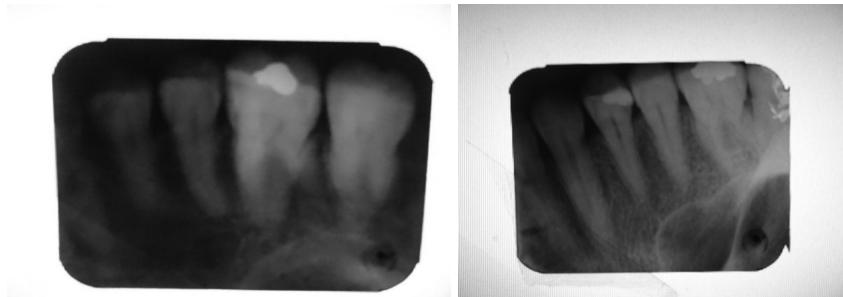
Radiografitë e disa prej dhëmbëve të përfshirë në studim, për grupin e tretë – dhëmbë pa funksion. Respektivisht është përfshirë në studim te grafia e parë dhëmbi nr. 16; te grafia e dytë dhëmbi nr. 24.
